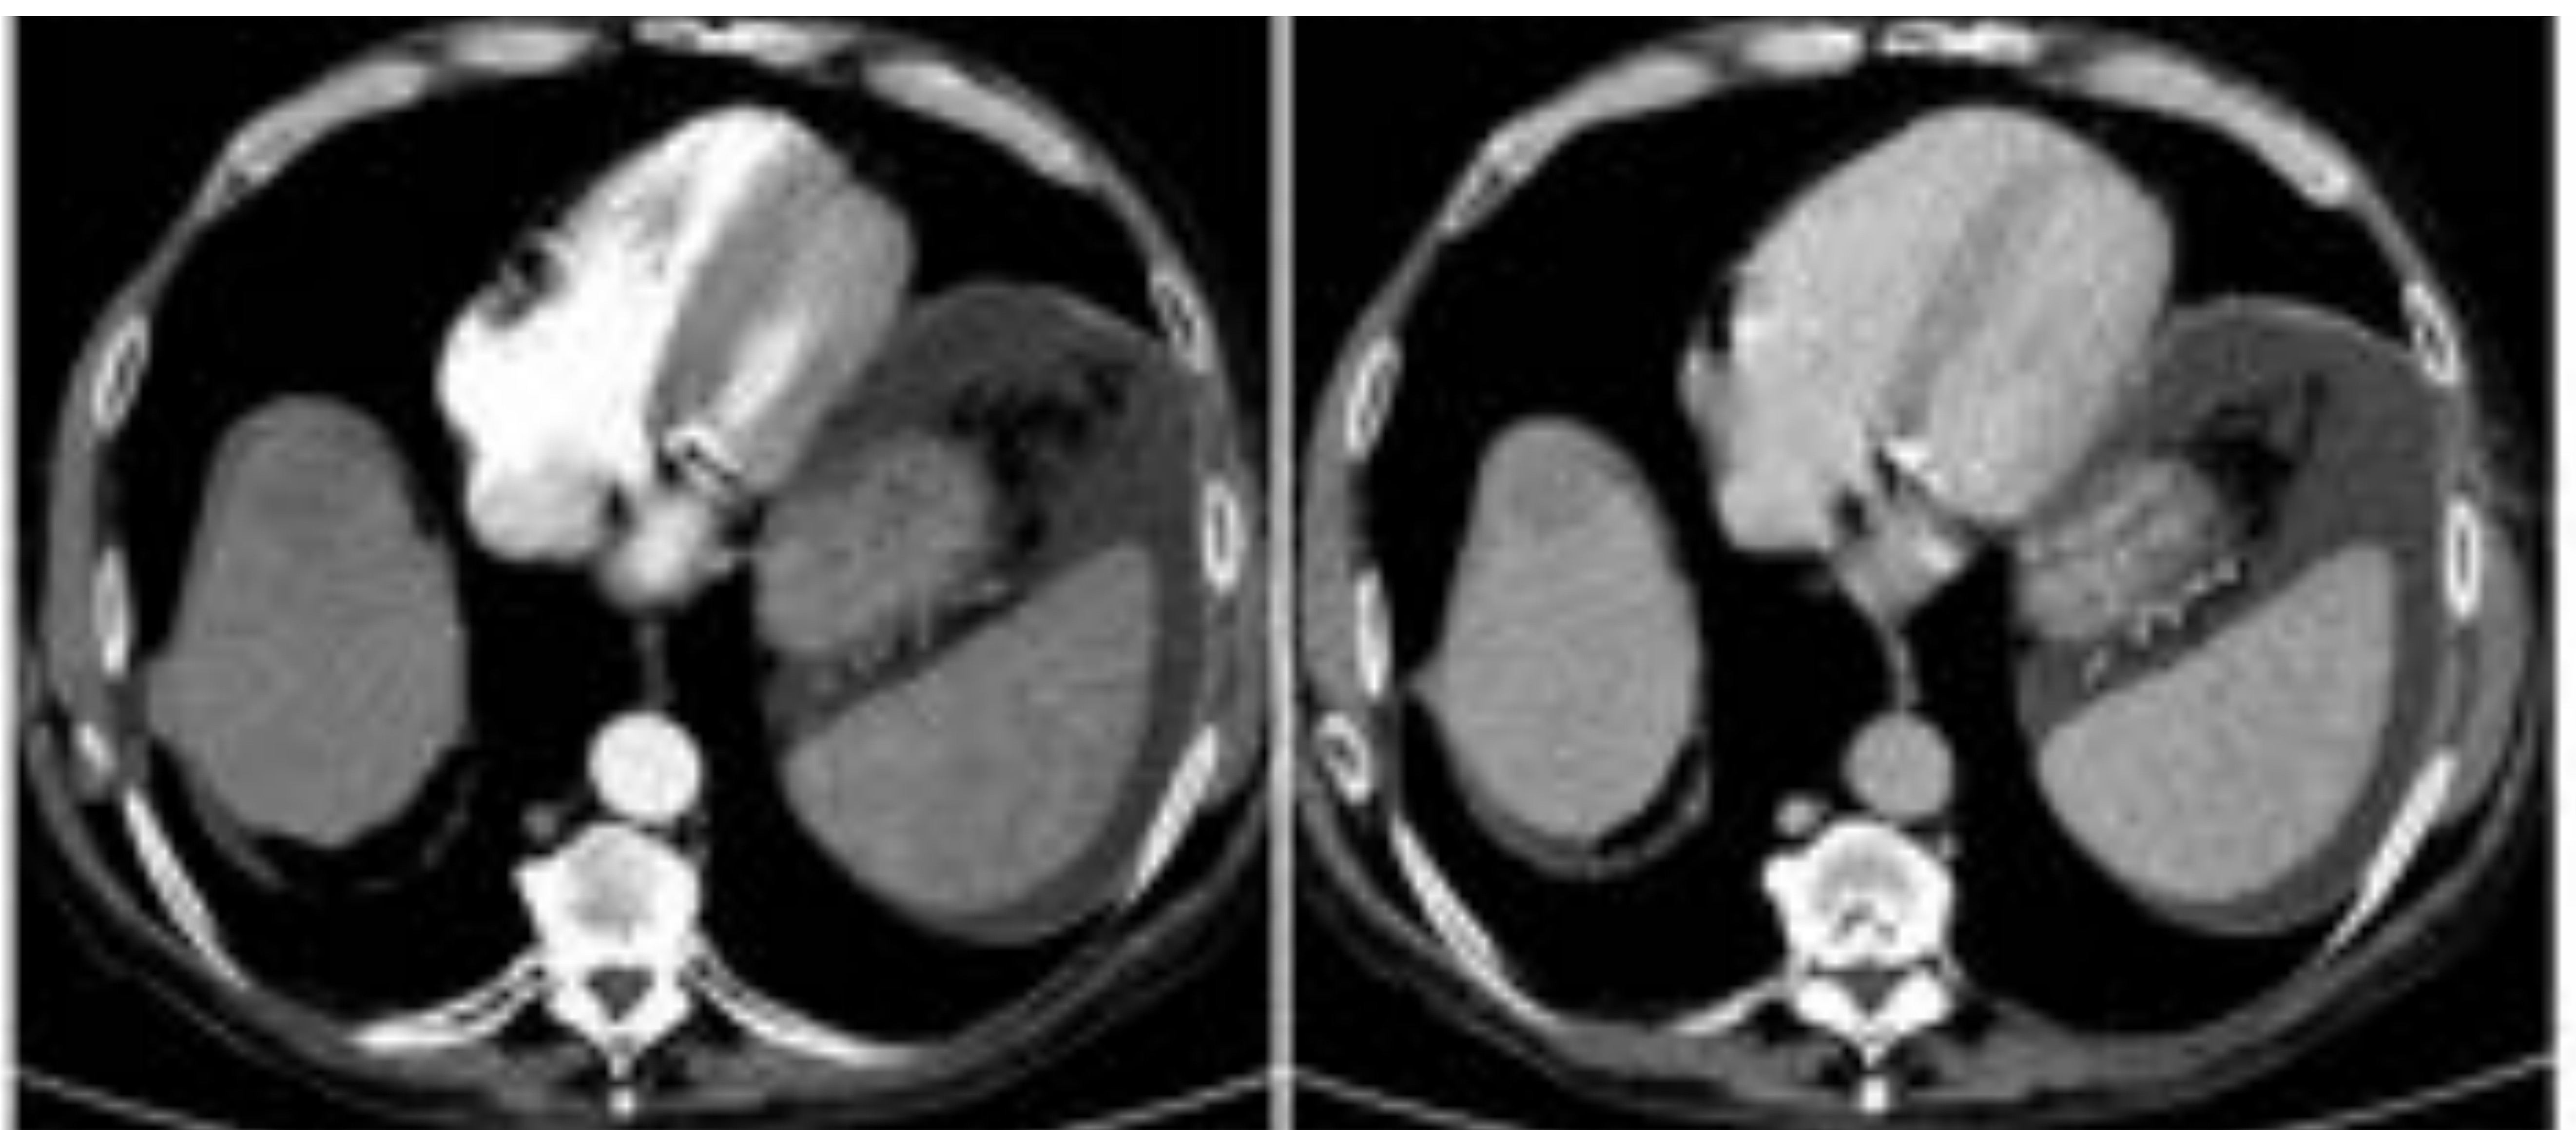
Recidiva de HCC en cúpula. En la TC nódulo no hipervascular, hipodenso en fase venosa
